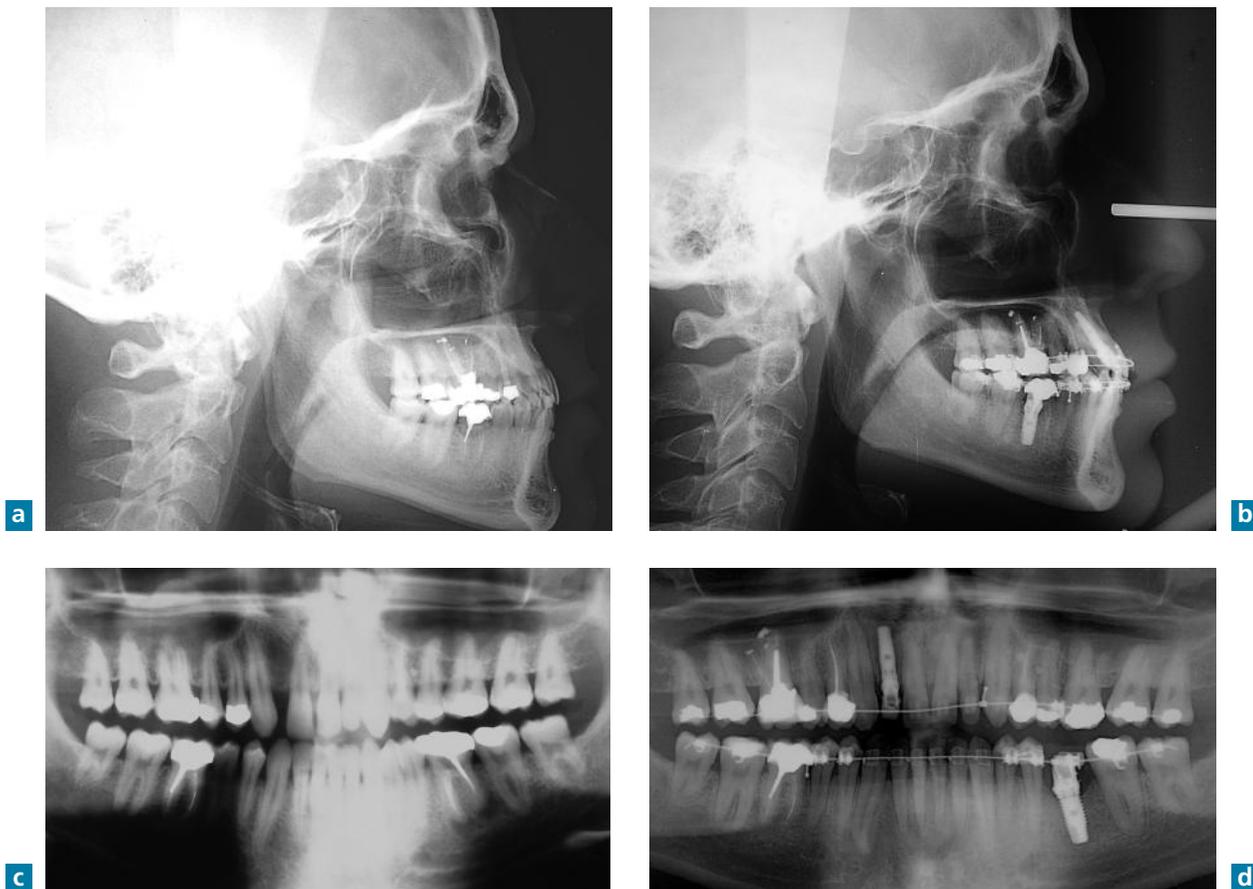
Téléradiographies et panoramiques avant et en cours d'orthodontie (a et b), au moment de la pose des implants 12 et 36 (la 36 a été condamnée pour raison endodontique) (c), après la correction de l'occlusion inversée et la création de la place nécessaire pour l'implant 12 (d). La symétrie positionnelle mandibulaire est obtenue. Le dysfonctionnement articulaire a disparu.
